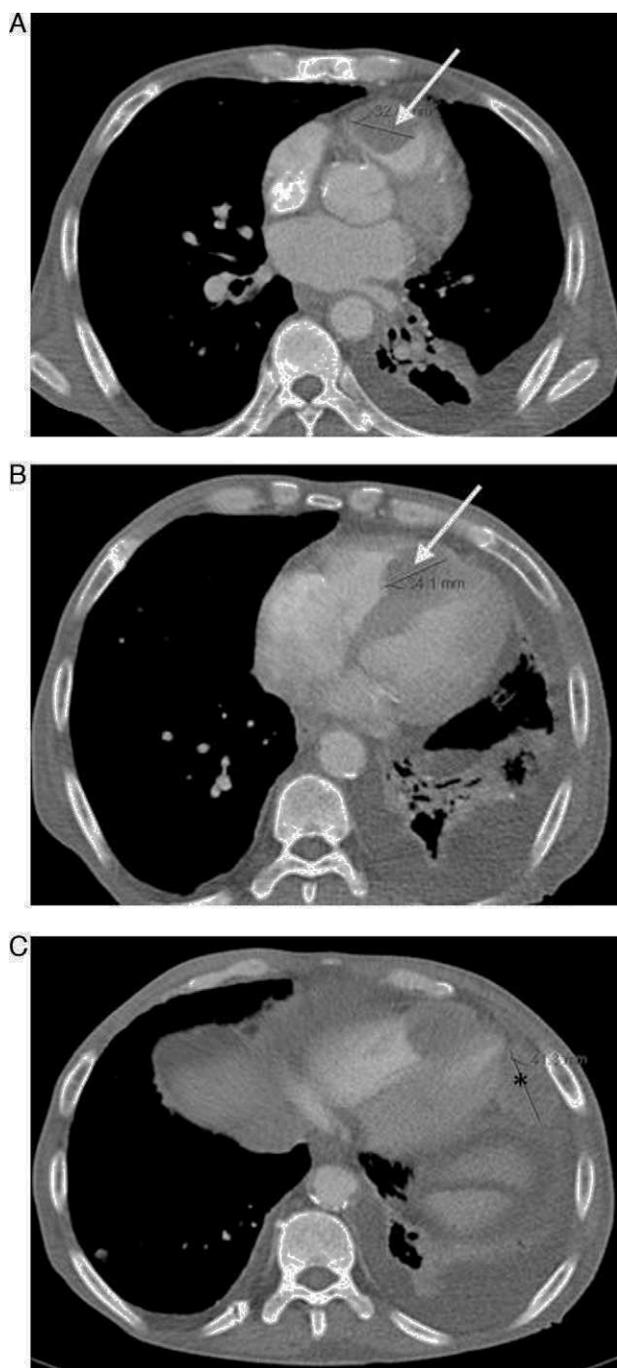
TC evidenciando a presença da massa ventricular direita (seta), infiltrando a parede livre do VD (3A) e septo interventricular (3B), assim como a presença de uma massa (*) na dependência do pericárdio adjacente ao VE (3C).
